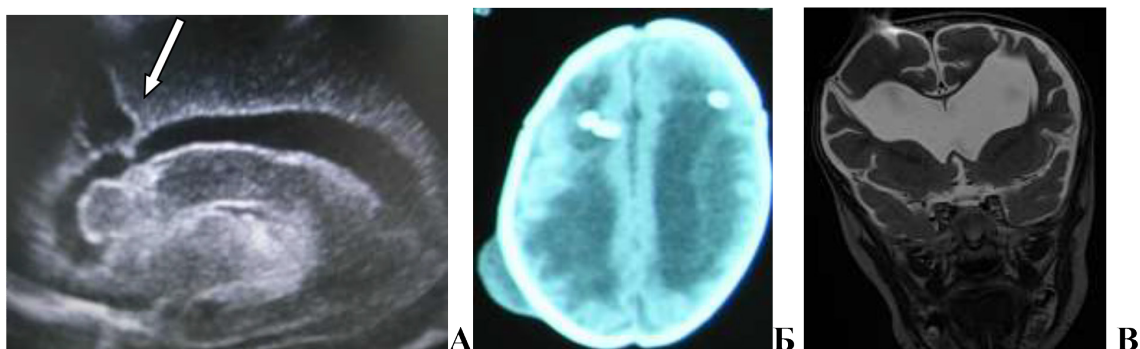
Ребенок Д. с постгеморрагической гидроцефалией, ПКВ 28 нед., масса 940 грамм. (А) Нейросонография после КТСВ (первичный дренирующий канал указан стрелкой). (Б) Компьютерная томография в 37 недель (после прямого стентирования в комплексе с ВСГД, ППМ 13-14 едН). (В) МРТ контроль через 3 месяца после операции.
